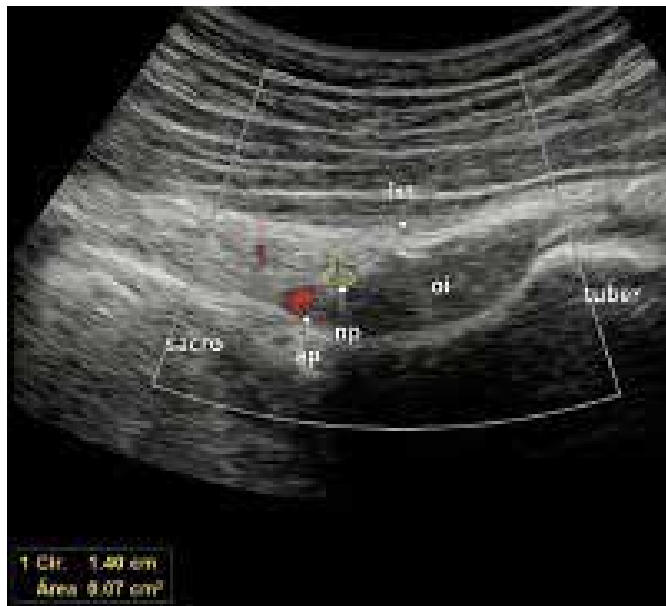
Transductor convexo. Imagen ecográfica de un caso clínico - ap - arteria pudendo (power Doppler), np - nervio pudendo (amarillo), Ist - ligamento sacrotuberoso, oi - músculo obturador interno.
